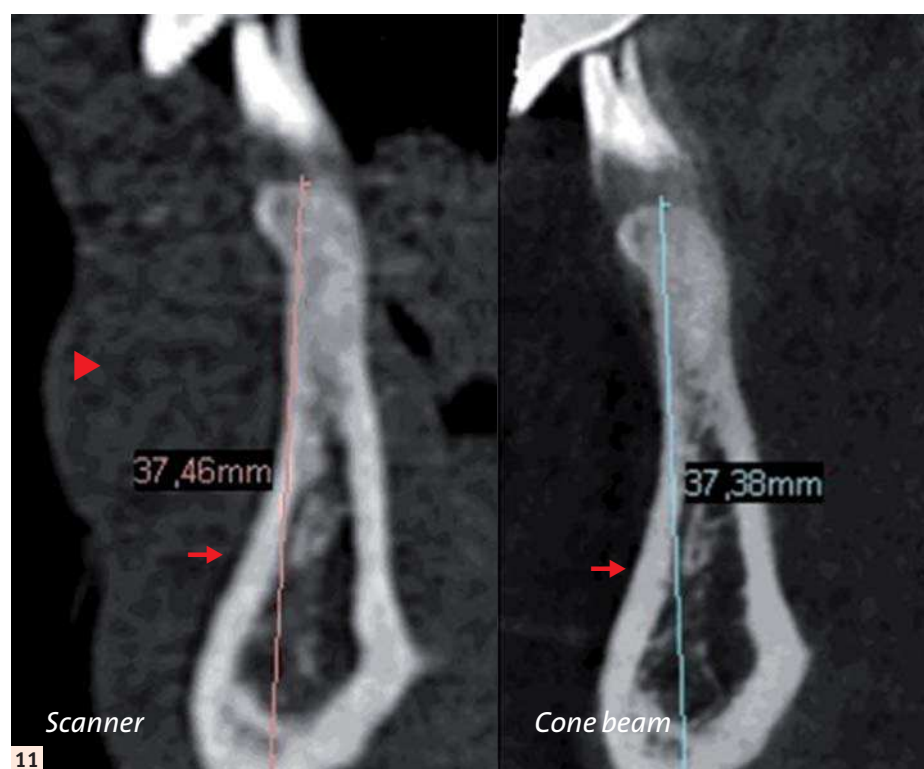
Comparaison des deux explorations tridimensionnelles : scanner et cone beam. Les mesures sont identiques. Le scanner est plus précis pour la visualisation des parties molles (▶) et le cone beam pour l'analyse de l'os alvéolaire (→). – Fig. 12 : Artefacts cinétiques en cone beam : flou et double contours (→) gênant l'interprétation. L'examen est à repratiquer. – Fig. 13 : Artefacts métalliques coronaires (→) : peu gênants pour la visualisation de la crête (▶) qui est volontiers à distance des couronnes.
